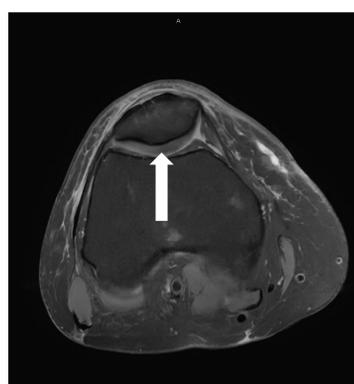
RMN axial DP FS.
